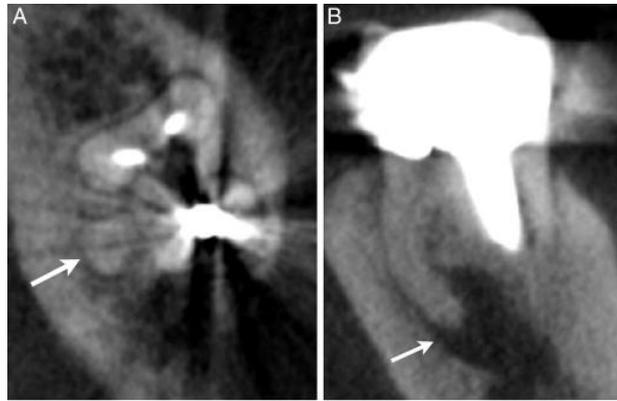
CBCT con presencia de conducto sin tratar.
